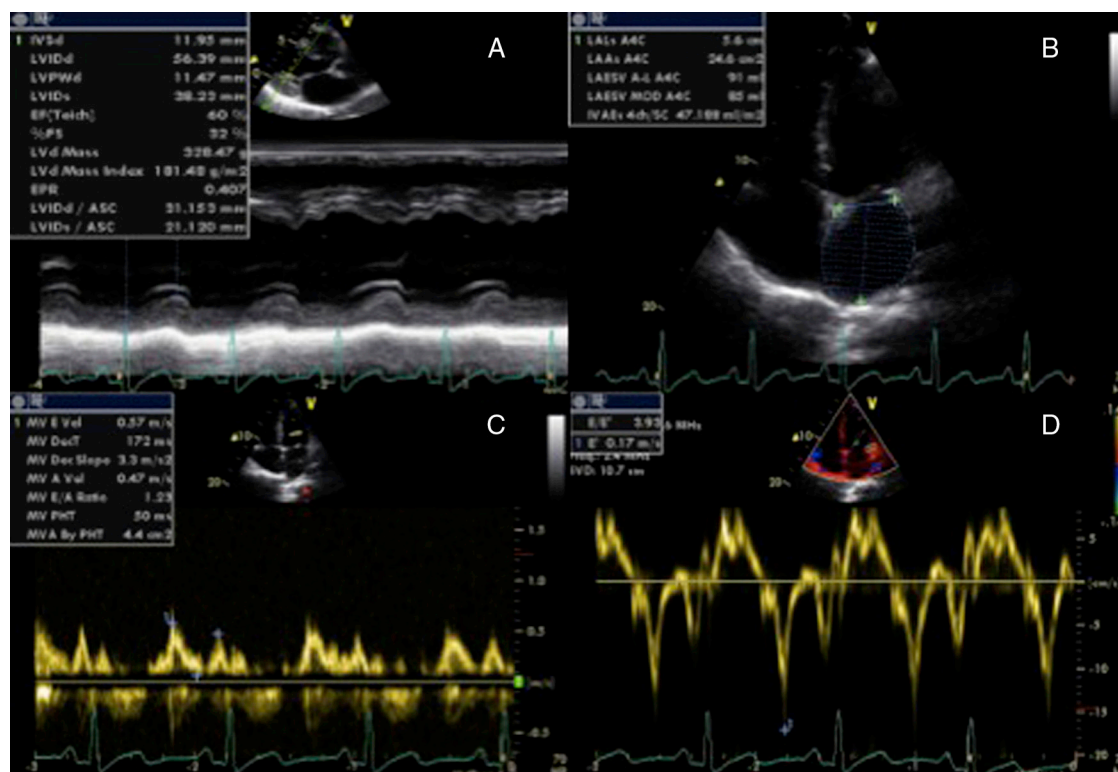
Ecocardiograma transtorácico revelando hipertrofia ventricular esquerda excêntrica (A), dilatação auricular esquerda (B), fluxo Doppler transmitral e padrão de enchimento normais (C e D).
